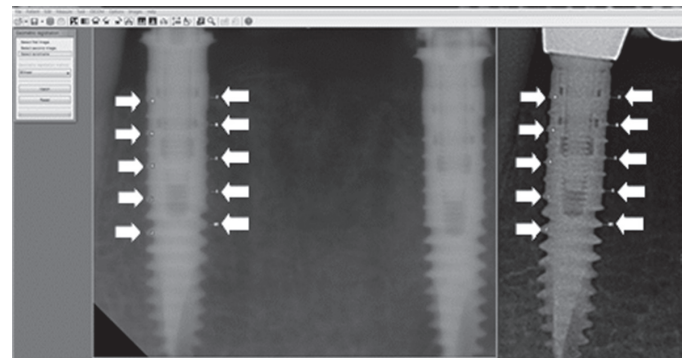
White arrows indicate 10 reference points with 100% blowed up periapical images.
